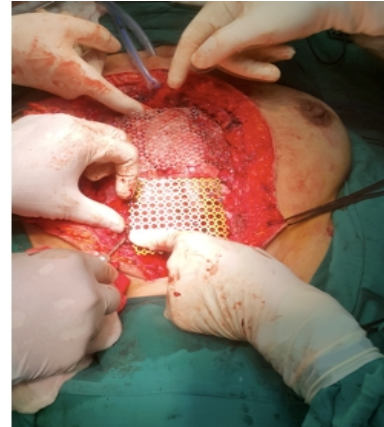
case 1 , (A) CT scan shows the tumor which occupied the upper part of sternal bone. (B) Reconstructed chest wall after upper sternectomy
